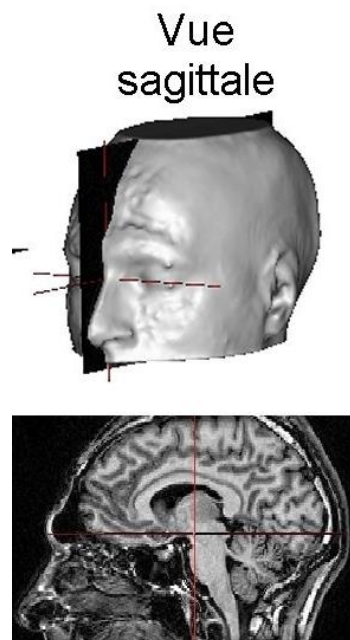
Coupe sagittale d'une IRM cérébrale [13].
